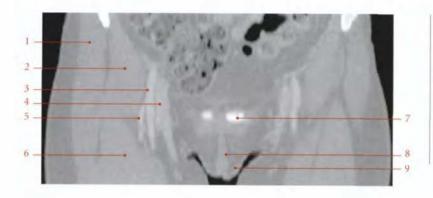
Coupe coronale TDM de la vulve et de son environnement fémoral (cliché Dr Th. Diesce)
